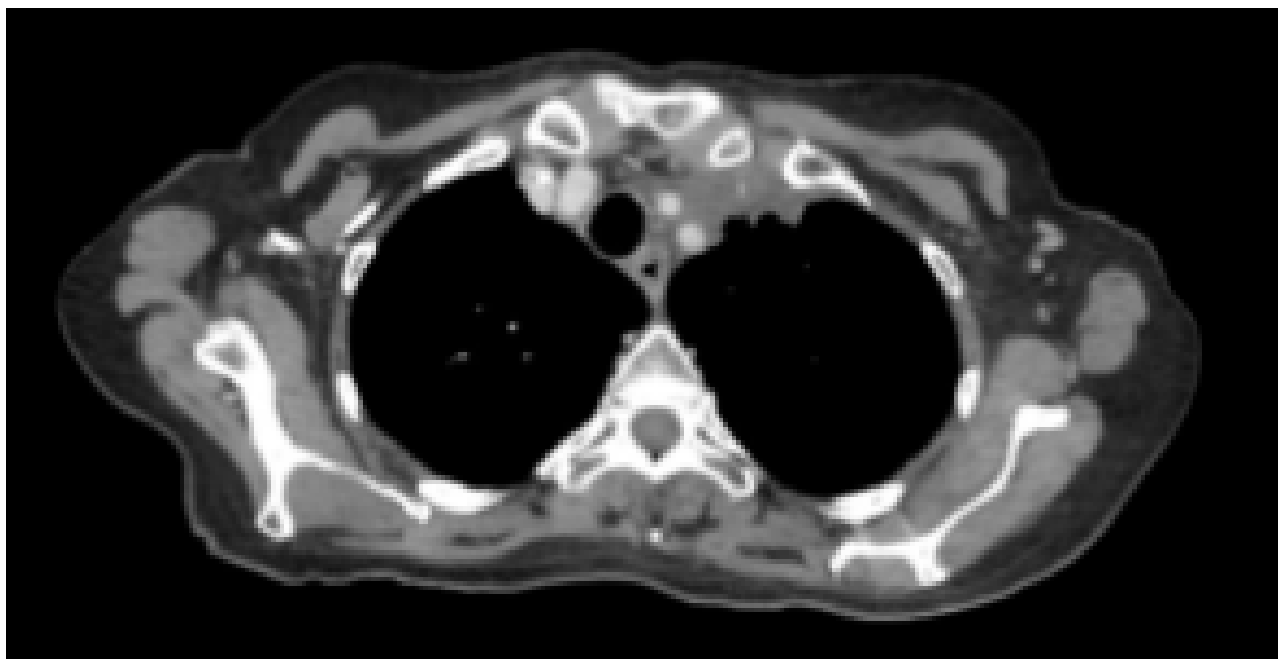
Lesión en TC tras tratamiento 16/01/2023
